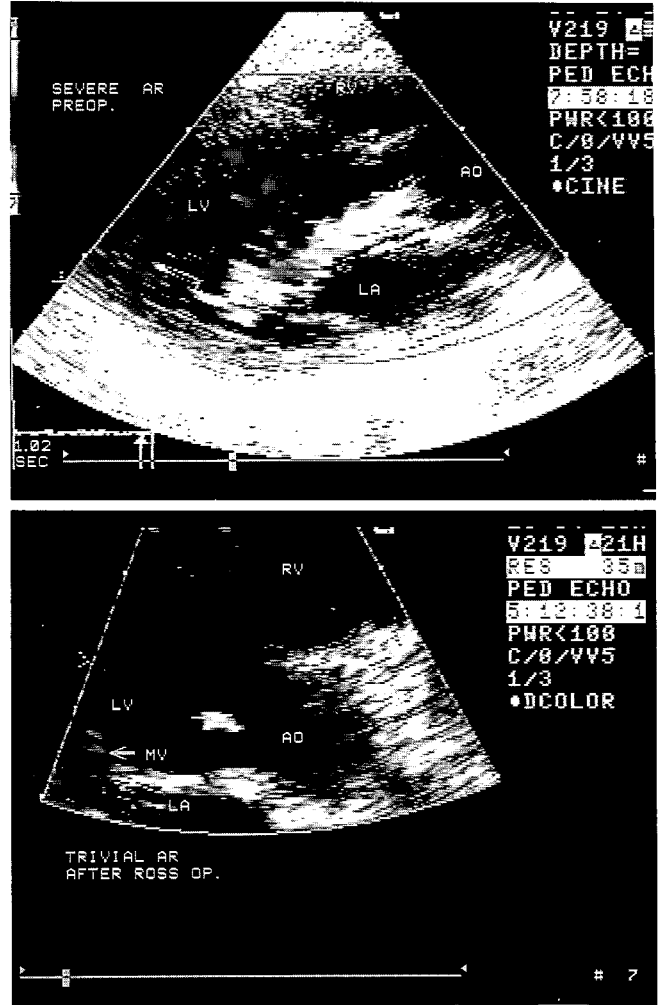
Upper : Preoperative echocardiogram shows severe aortic regurgitation and increased ventricular cavity size. Lower : Postoperative echocardiogram shows trivial aortic regurgitation and markedly reduced ventricular cavity size.
